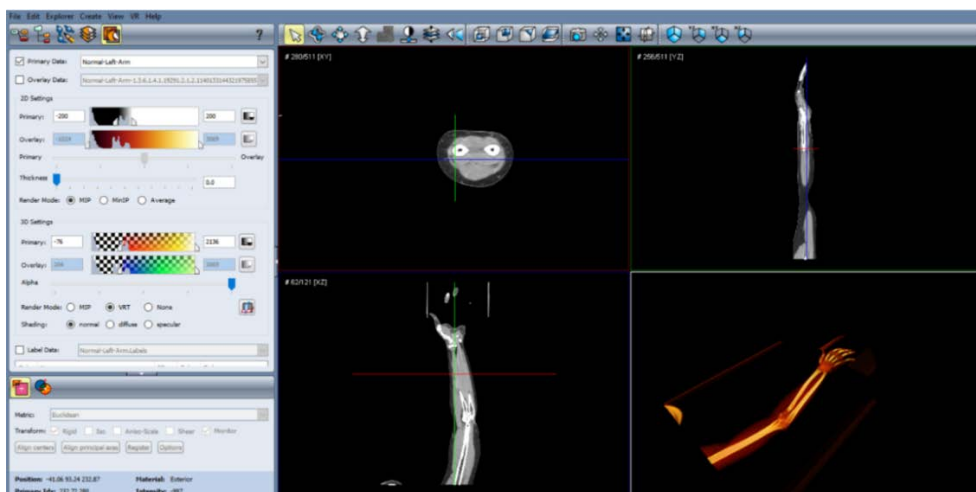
Первоначальный вид МРТ-файла
